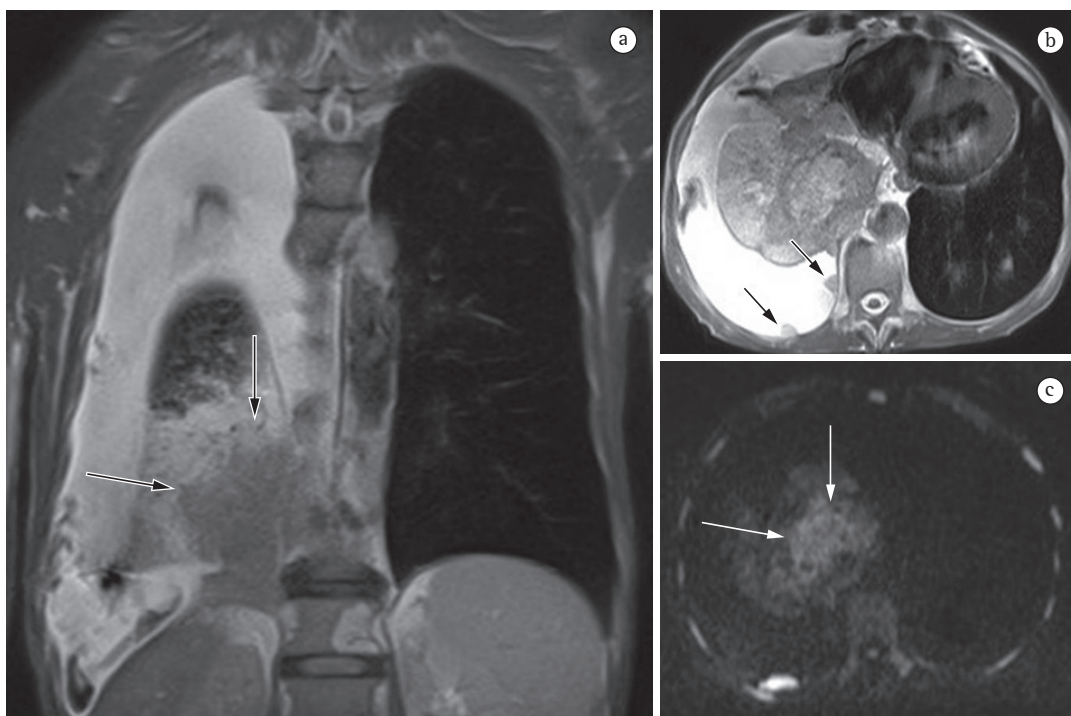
Em A, imagem de ressonância magnética coronal ponderada em T2 mostrando um tumor com baixa intensidade de sinal no pulmão direito e atelectasia com alta intensidade de sinal no lobo inferior direito do pulmão. Note a clara diferenciação entre o tumor e a atelectasia (setas). Em B, imagem de ressonância magnética axial ponderada em T2 mostrando espessamento pleural (setas). Em C, imagem de ressonância magnética axial ponderada em difusão mostrando o tumor (setas) e o espessamento pleural.
